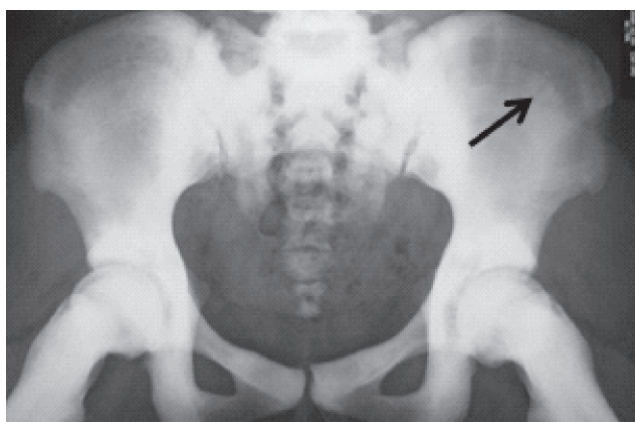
Radiografía de pelvis. Vista AP. Signo de hueso dentro de hueso en los alerones iliacos (flecha). Esclerosis parcial en el acetábulo y los huesos isquiáticos.
